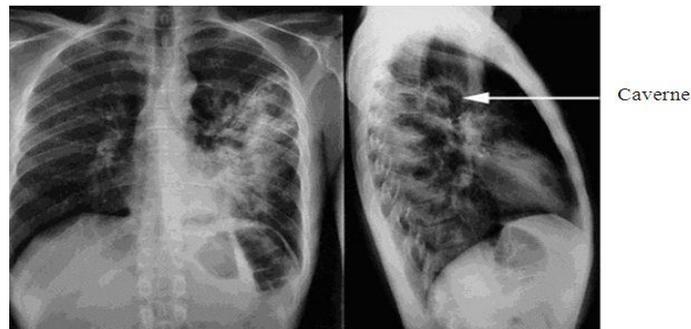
Radiographie du thorax d'un patient
